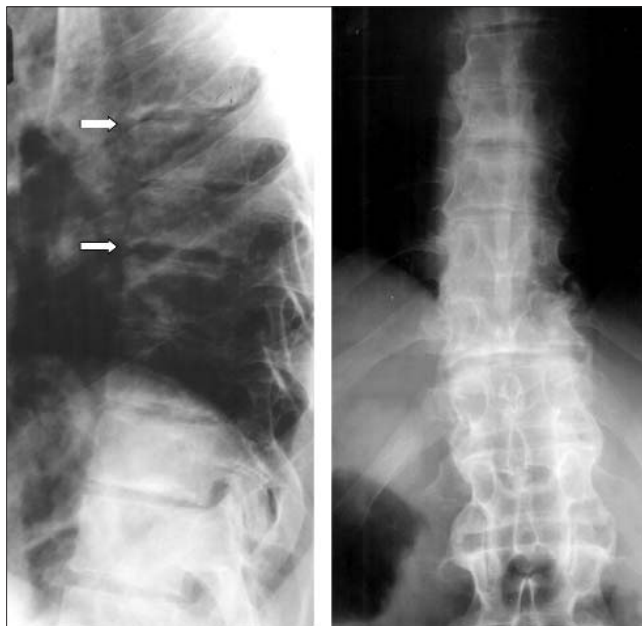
Рентгенограмма грудного отдела позвоночника в боковой проекции. Спондилодисцит межпозвонкового диска T<sub>11</sub>-12 (стрелка). Синдром Андерсена
